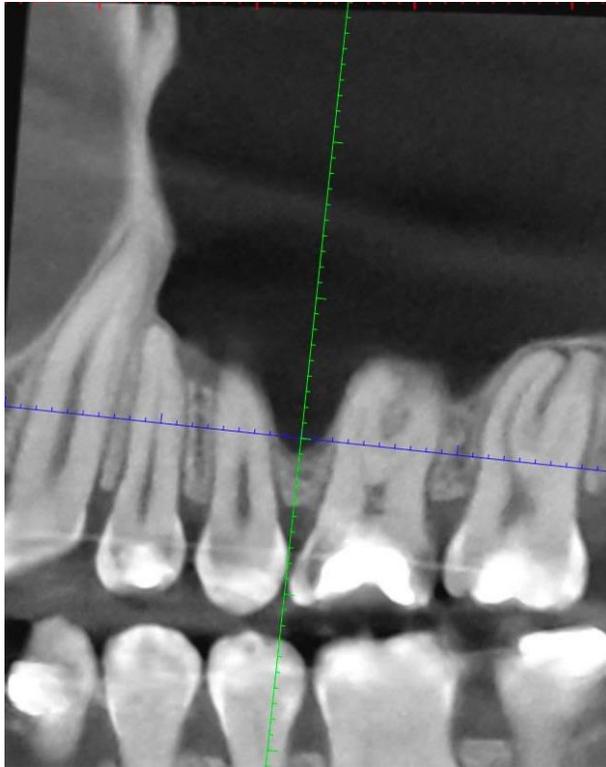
Control de CBCT a los 3 años de evolución, de corte sagital del primer cuadrante a nivel del molar 16, donde se observa MTA colocado en comunicación con cámara pulpar y ausencia de lesión periapical. Fuente propia.
